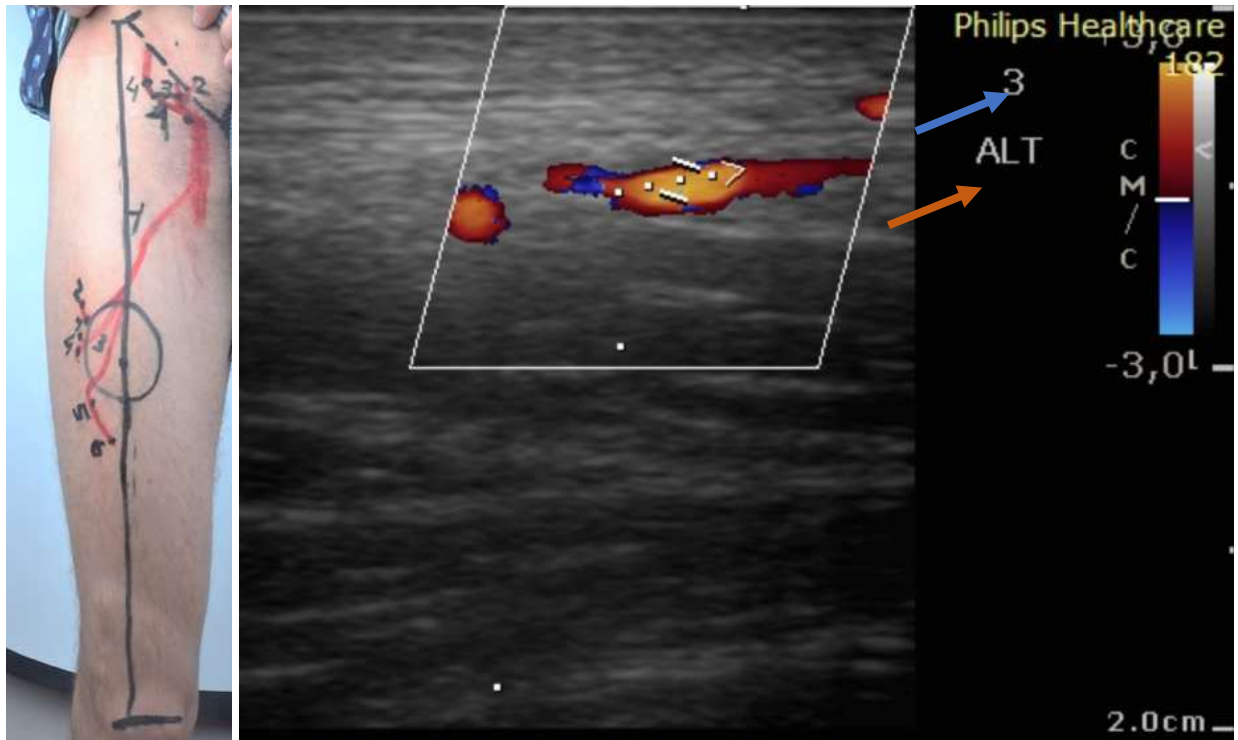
Слева – фотография бедра и паховой области с размеченными осевыми и перфорантными сосуда. Справа – скриншот УЗИ исследования, на котором отображен номер изображения (синяя стрелка) и наименование лоскута (оранжевая стрелка). Цифра на нижней конечности идентична, найденному перфорантному сосуду на УЗИ, и они маркированы одинаково.
